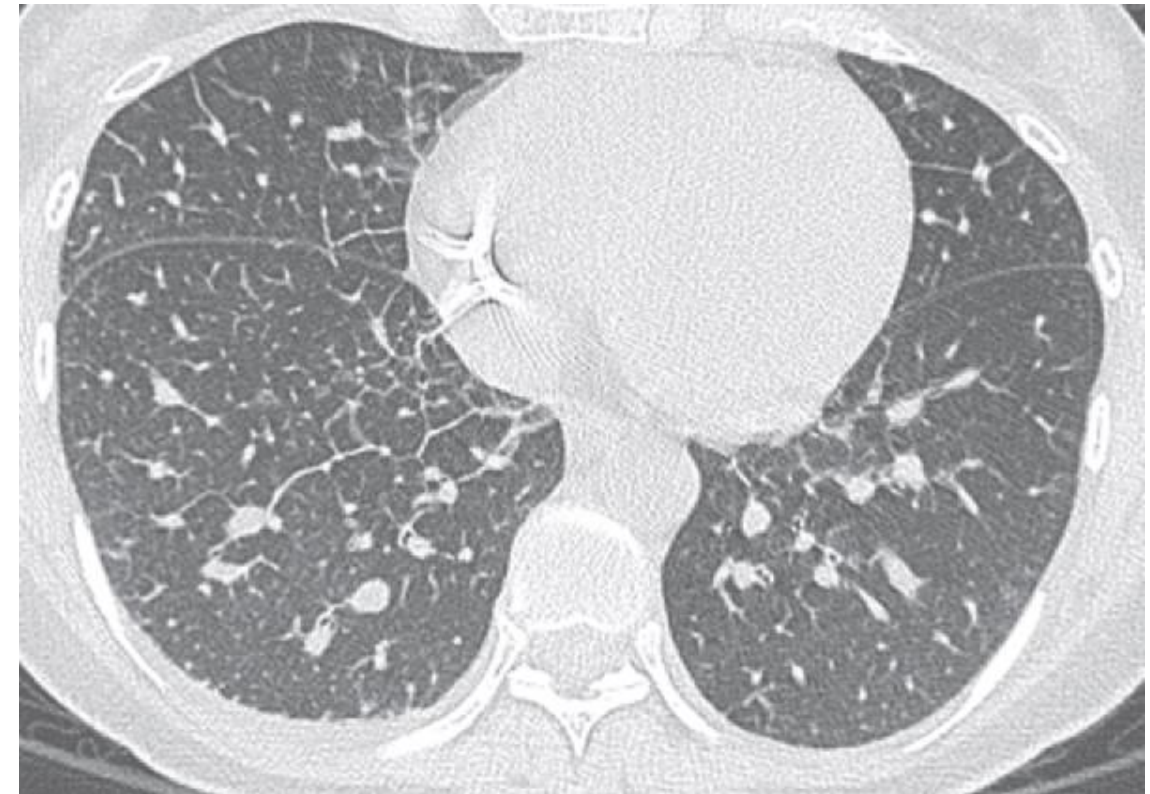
TC en corte axial con ventana de pulmón. Engrosamiento de septos interlobulillares en el pulmón derecho.
